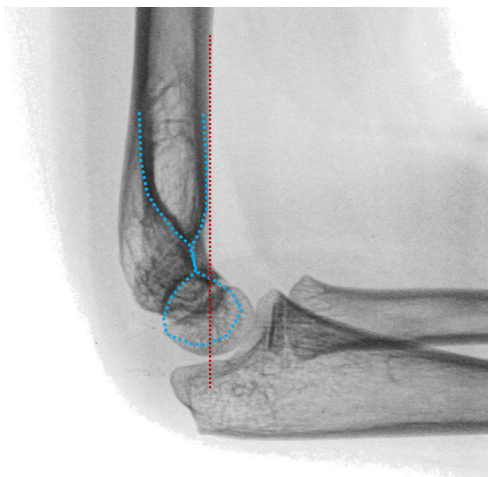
Radiografía lateral de codo. Se evalúa la continuidad de las corticales de la paleta humeral (línea azul) y que línea humeral anterior debe atravesar por capitellum (línea roja).
